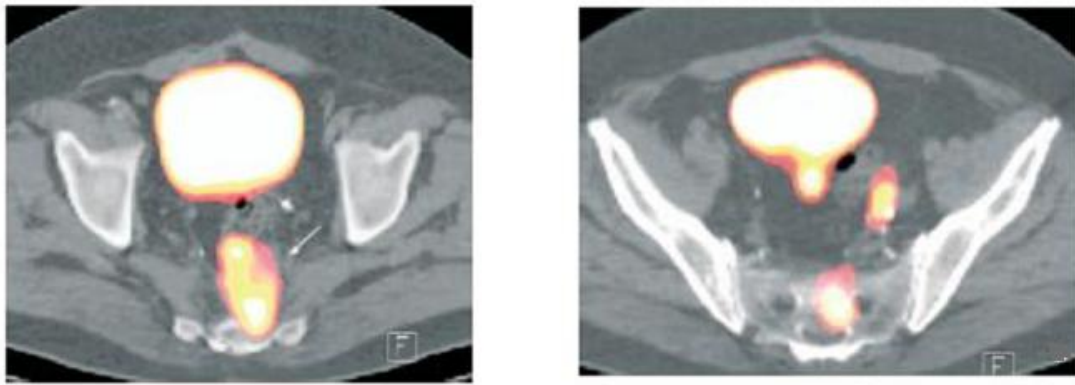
PET-scan montrant une intense fixation du traceur dans la masse présacrée confirmant sa nature tumorale maligne et montrant plusieurs fixations péritonéales qui correspondent à des modules de carcinose péritonéale[11]
